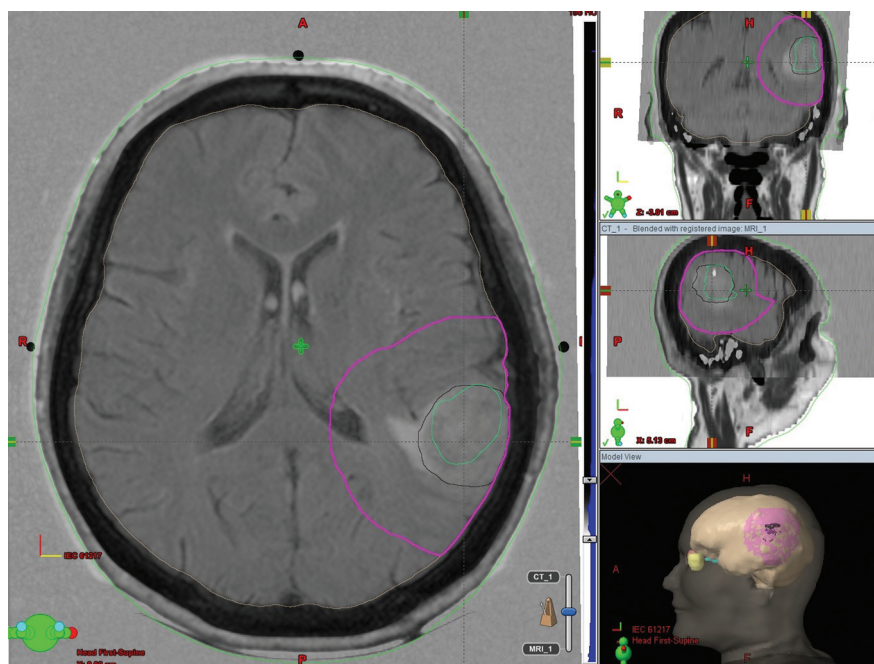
Оконтурирование послеоперационного GTV (зеленый) по данным совмещения изображения предтерапевтической МРТ и предтерапевтической КТ
